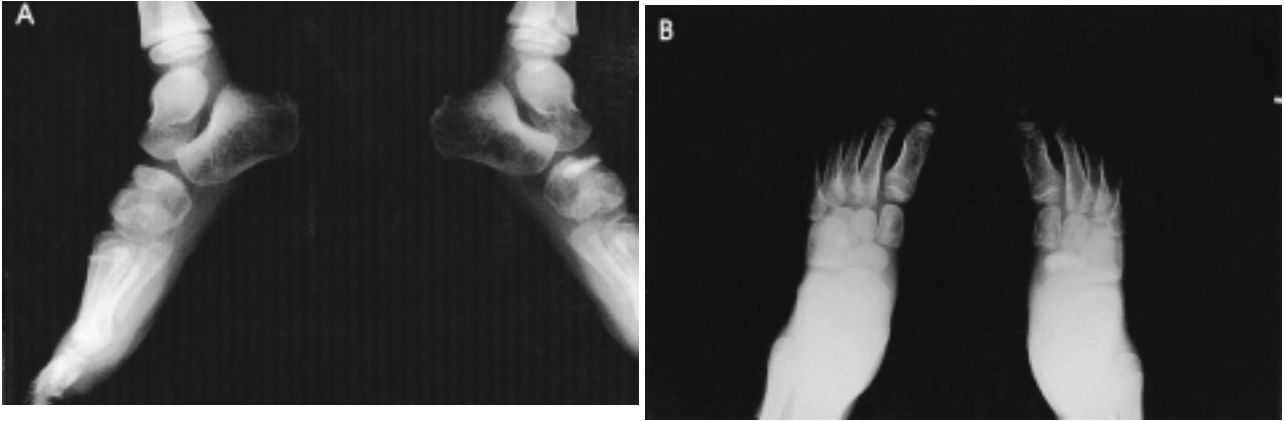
Radiographs of 6 year old boy shows increased density, irregularity and flattening of the right tarsal navicular.
